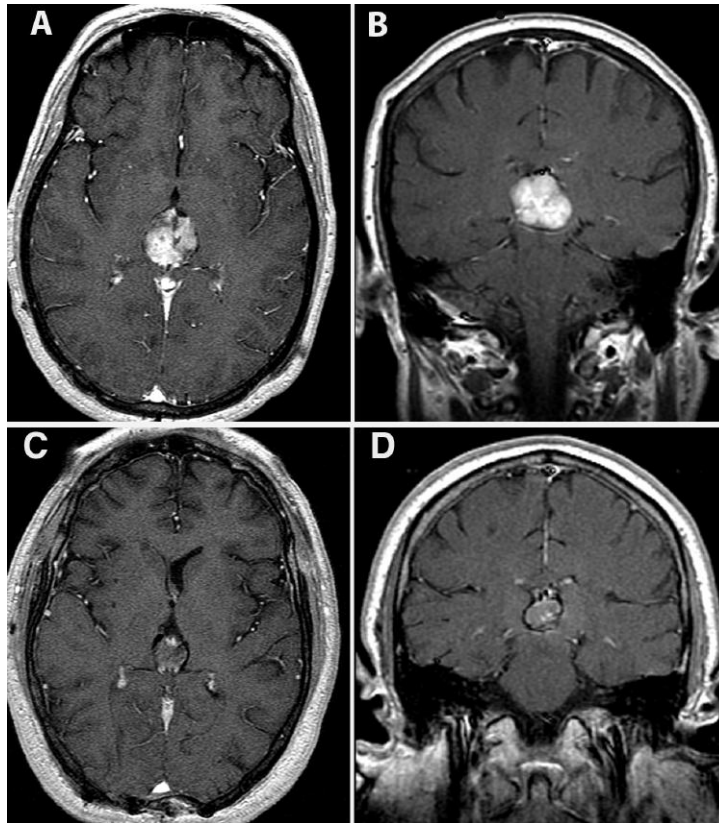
IRM réalisée avant (A et B) et après (C et D) traitement par radiochirurgie. Notez l'absence de rehaussement au niveau de la région pinéale. [97]
